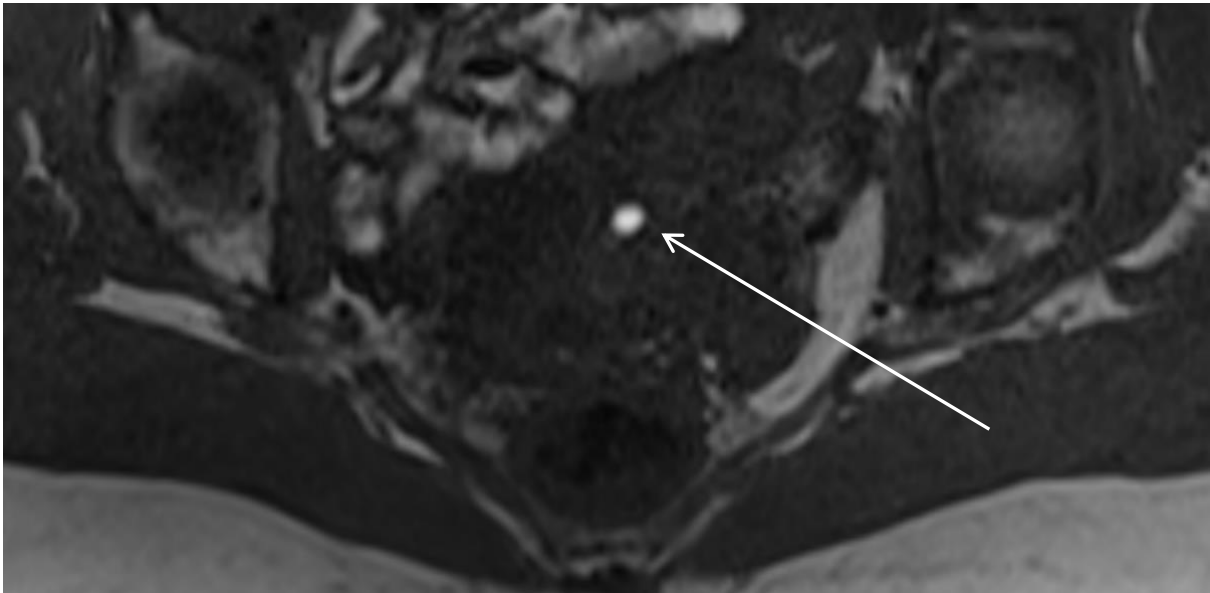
IRM séquence axiale T1 : correspondance de la lésion vue ci-dessus, avec spot en hypersignal T1 au sein de la lésion (flèche blanche).
